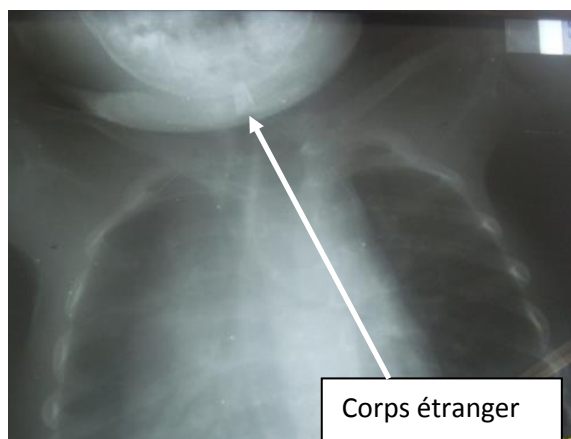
Radiographie cervico-thoracique de face
